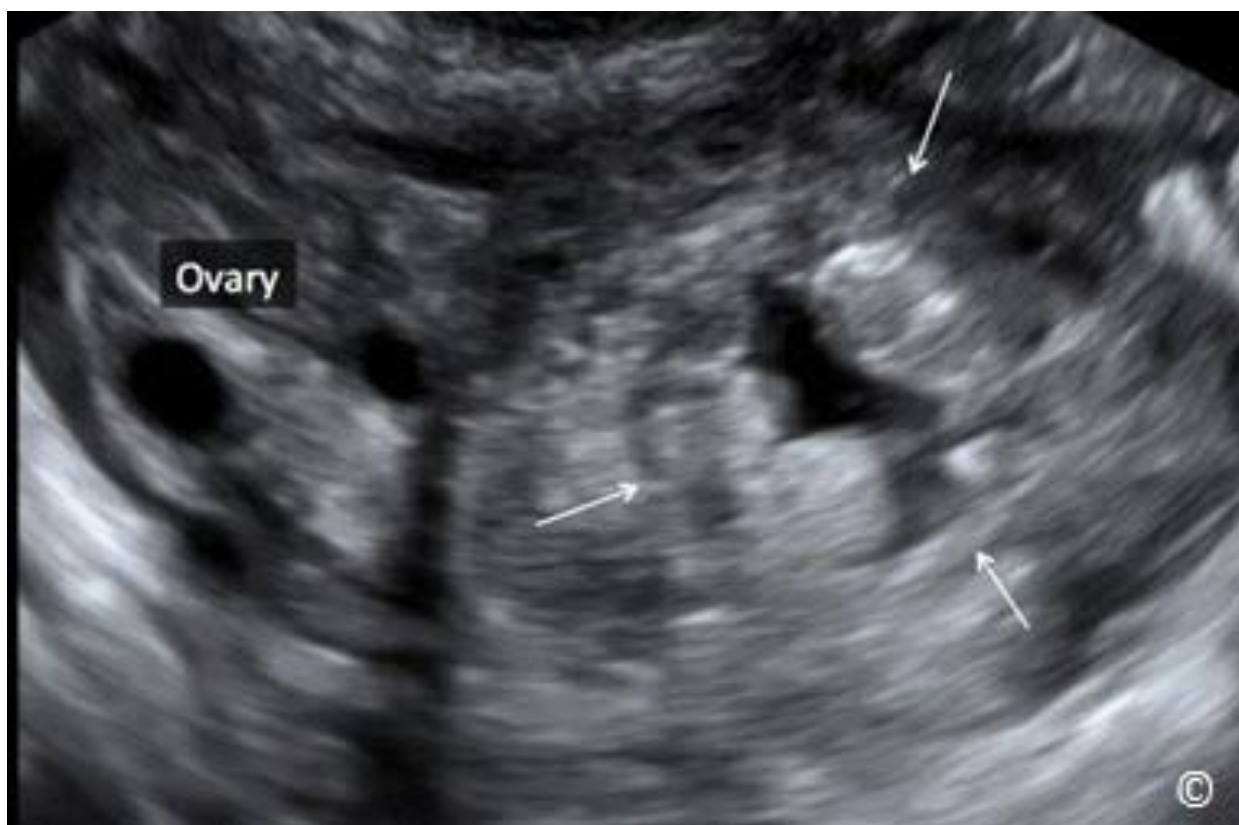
A a B: Tubální mimoděložní těhotenství na obr. A a B (šipky) zobrazená transvaginálním ultrazvukem. Všimněte si echogenního okruží a anechogenního středu (vzhled koblihy) u ubou těhotenství. Na obr. B ukazuje barevný Doppler střední vaskularitu v gestačním vaku. Vaječník je viditelný na obr. A (označeno).
